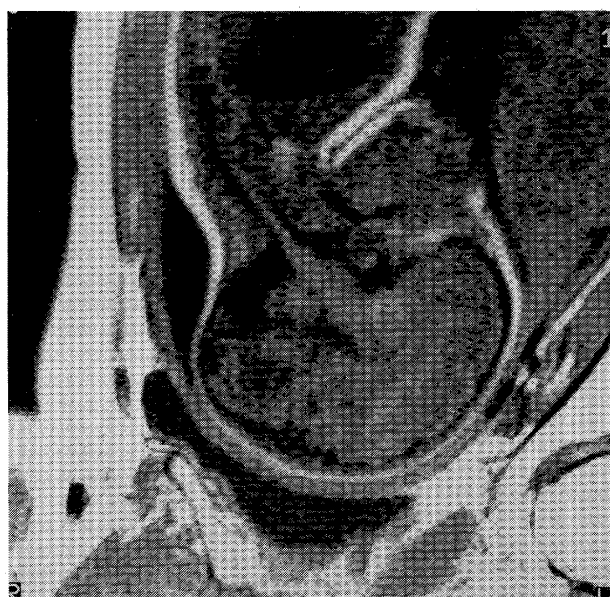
(症例4) 妊娠33週6日, 胎児 MRI 検査所見(T1強調). 胎児の頭部の矢状断にて脳梁は認められない。
